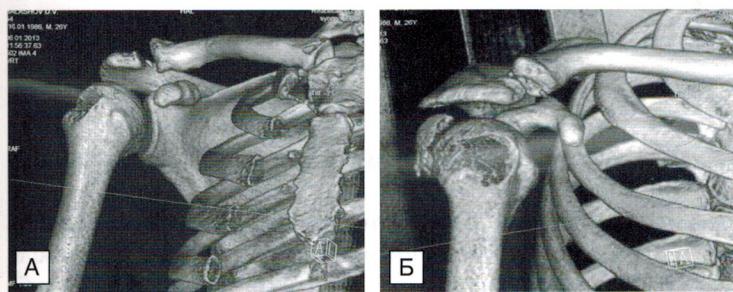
Компьютерные томограммы плечевого сустава в режиме 3D-реконструкции. Диагноз: отрыв большого бугорка плечевой кости со смещением кзади. А — прямая проекция. Б — наружная.
